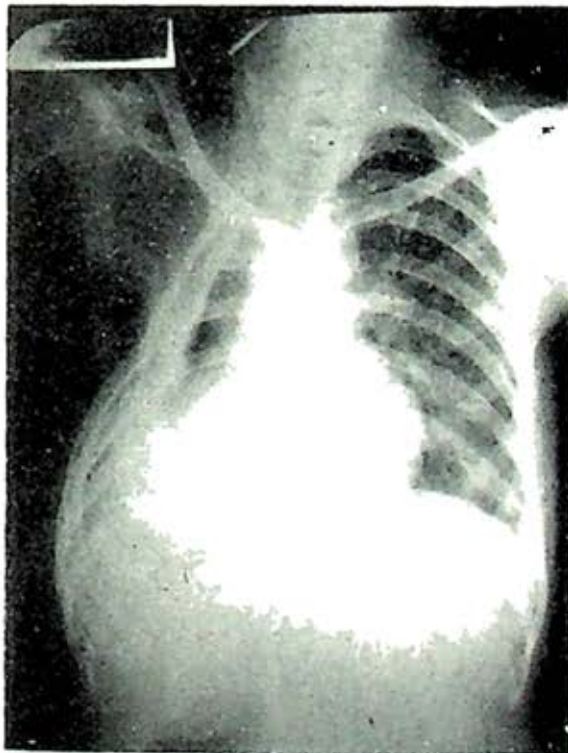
Radiografía post-operatoria de la enferma ilustrada en la FIG. 10, a la que se practicó lobectomía superior derecha y toracoplastia.
